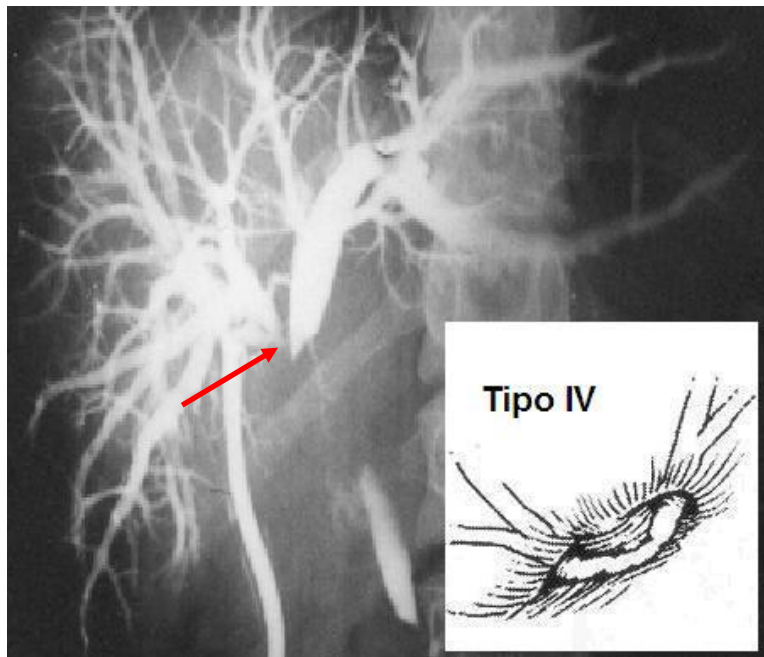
Ressonância Nuclear Magnética com estenose do tipo *Bismuth* I (seta vermelha).
